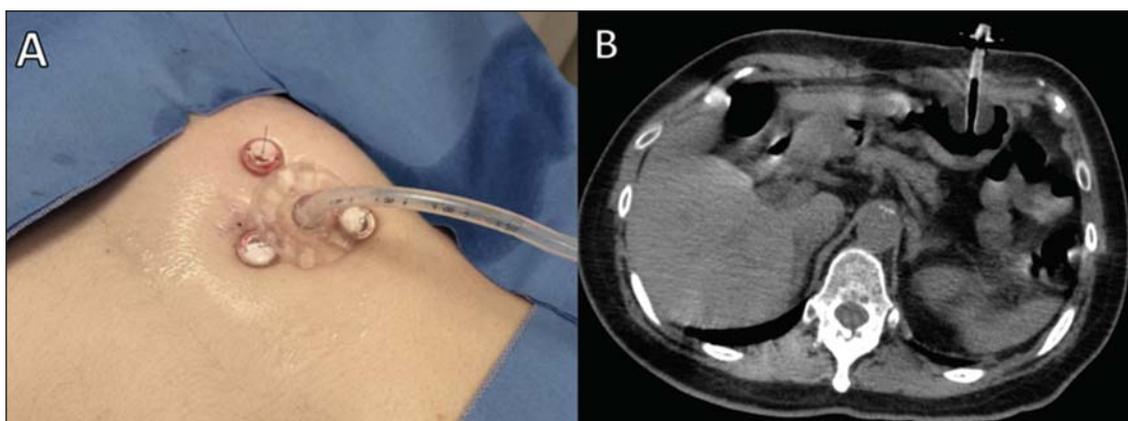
Aspecto final da gastrostomia percutânea guiada por TC. Após confirmação do posicionamento da sonda, é realizada fixação desta na pele (A) e realizado controle com a TC após desinsuflação gástrica (B).
